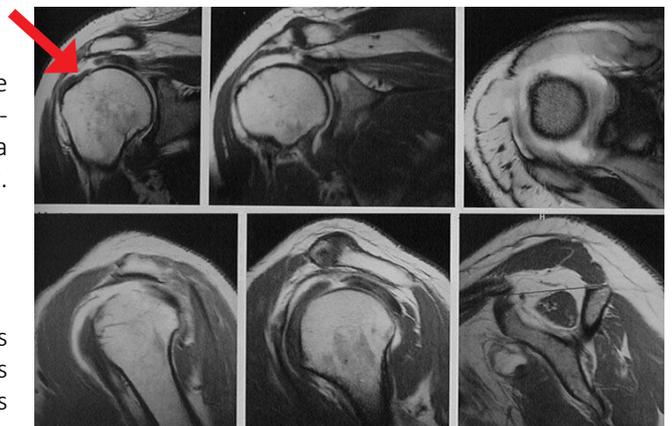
aspect IRM d'une rupture des tendons de la coiffe.
